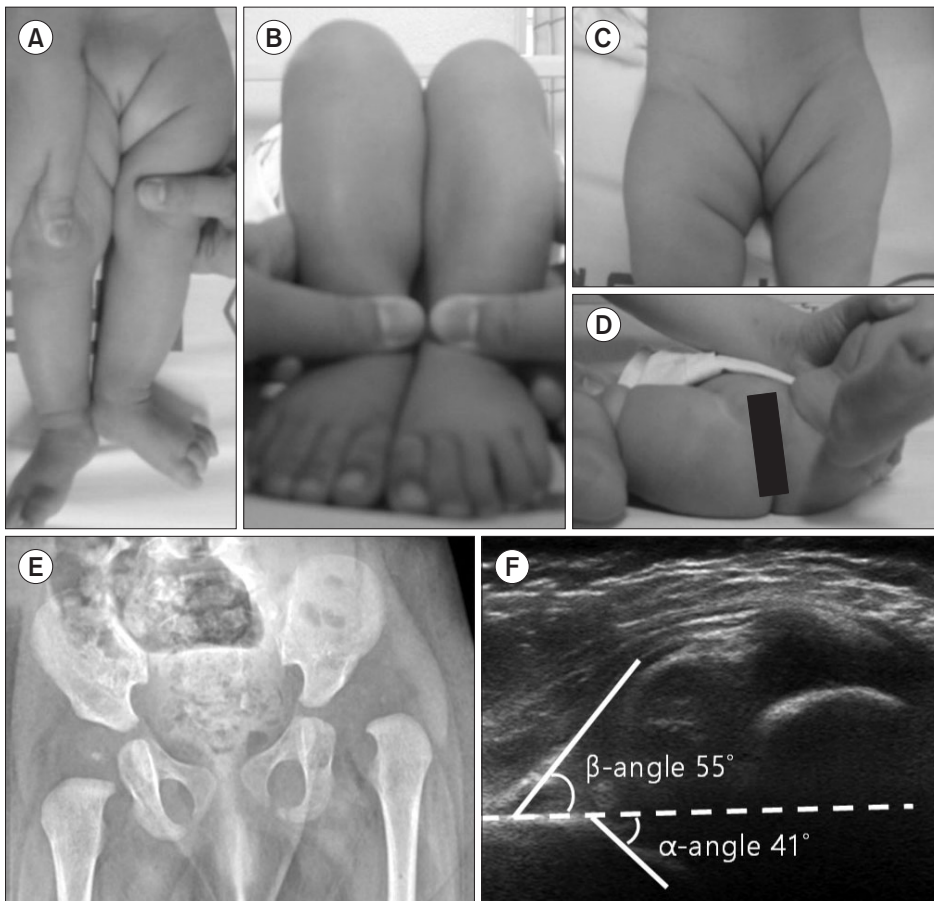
(A) A 4-month-old girl diagnosed as developmental dysplasia of the hip (DDH) with left leg shortening. (B) Galeazzi sign showing limb-length discrepancy was present. (C) Elevated left pelvic obliquity was suspected due to genital deviation to the left. (D) Limited range of hip abduction with inguinal fold asymmetry was seen. (E) Plain radiograph revealed DDH on the left side. (F) On ultrasonography, left hip dysplasia Graf type IV was shown with an α angle of 41° and a β angle of 55° .
